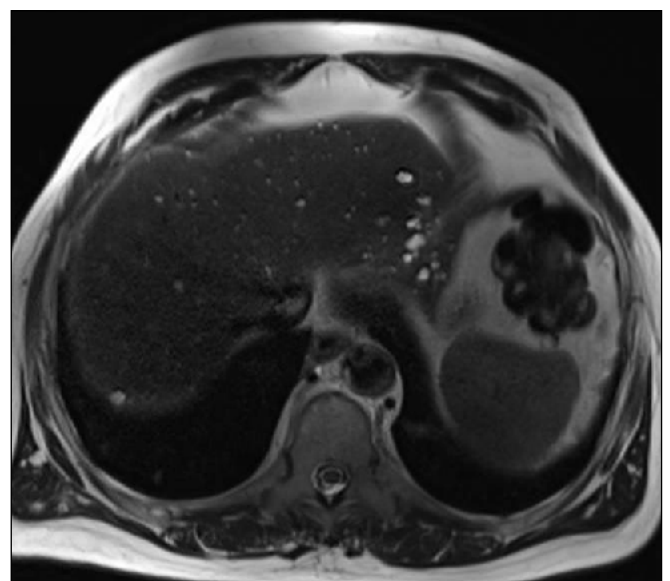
Hamartomatosis biliar en secuencia T2 de RMN hepática.
